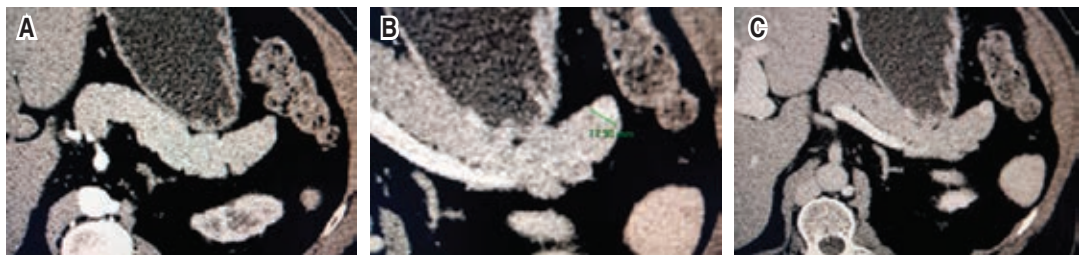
A) Tomografía computada trifásica. Se observa en la fase arterial nódulo sólido hipodenso con respecto al resto del parénquima pancreático. B y C) Fases portal y venosa en la que se hace evidente nódulo hipercaptante del contraste que mide 12.9 mm.
